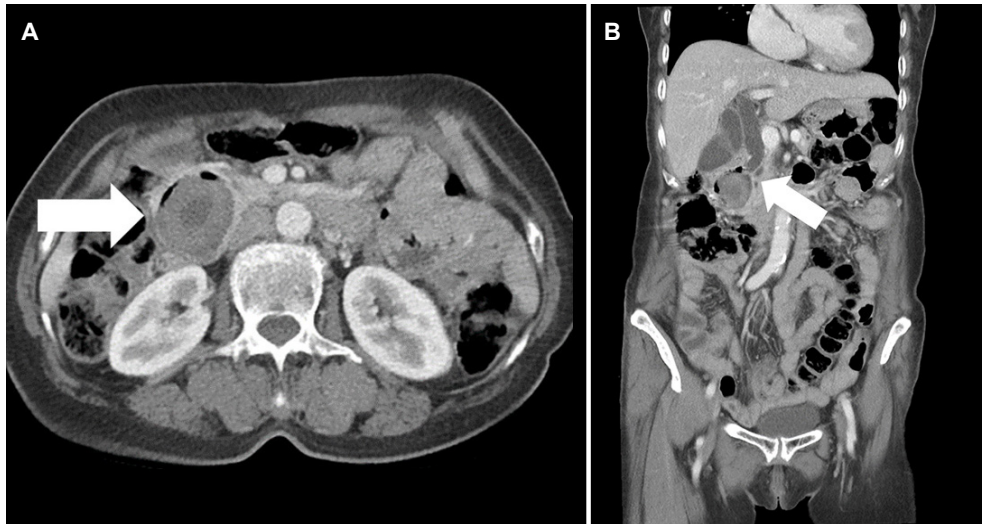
Computed tomography scan of the abdomen. (A) An approximately 3.8 cm-sized large lamellated stone was seen within the afferent loop (arrow). (B) Common bile duct and pancreatic duct were both dilated, likely due to extrinsic compression of the ampulla of Vater by a huge enterolith (arrow).
